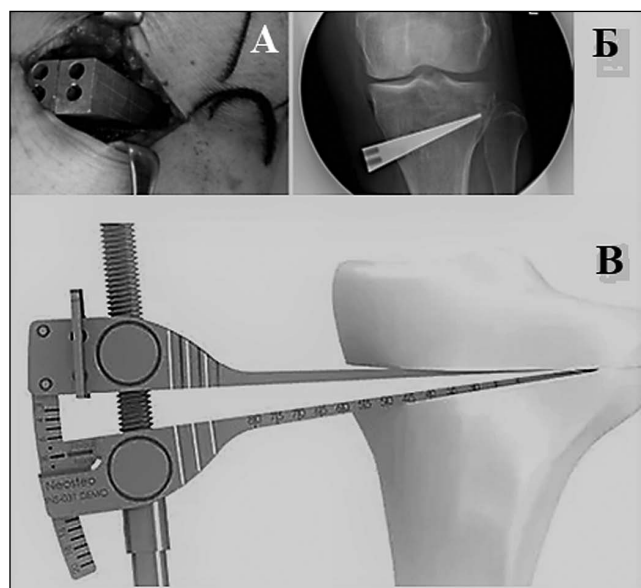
Инструментарий для расширения щели остеотомии на запланированную величину: А – внешний вид установочного клина в ране, Б – установочный клин на рентгенограмме, В – градуированный спредер.
